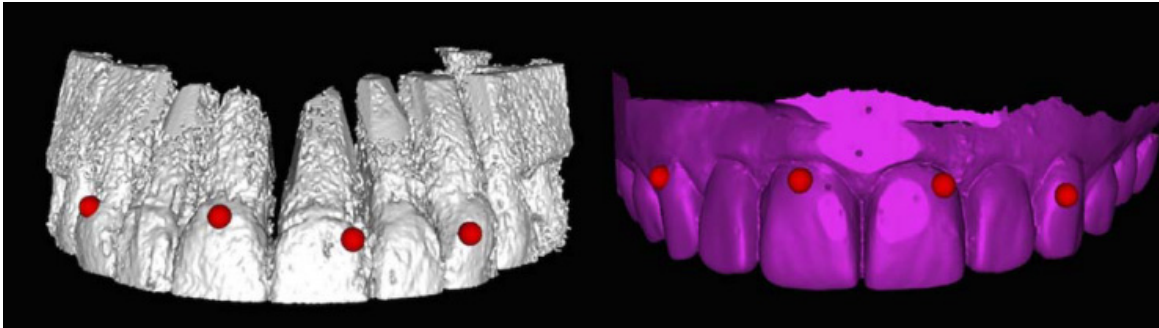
Technique de corrélation avec segmentation de points, qui associe les fichiers STL et DICOM. Dans ce cas, le CBCT est réalisé avant l'extraction de l'incisive centrale à réhabiliter (le profil d'émergence implantaire est ensuite basé sur cette dent).
